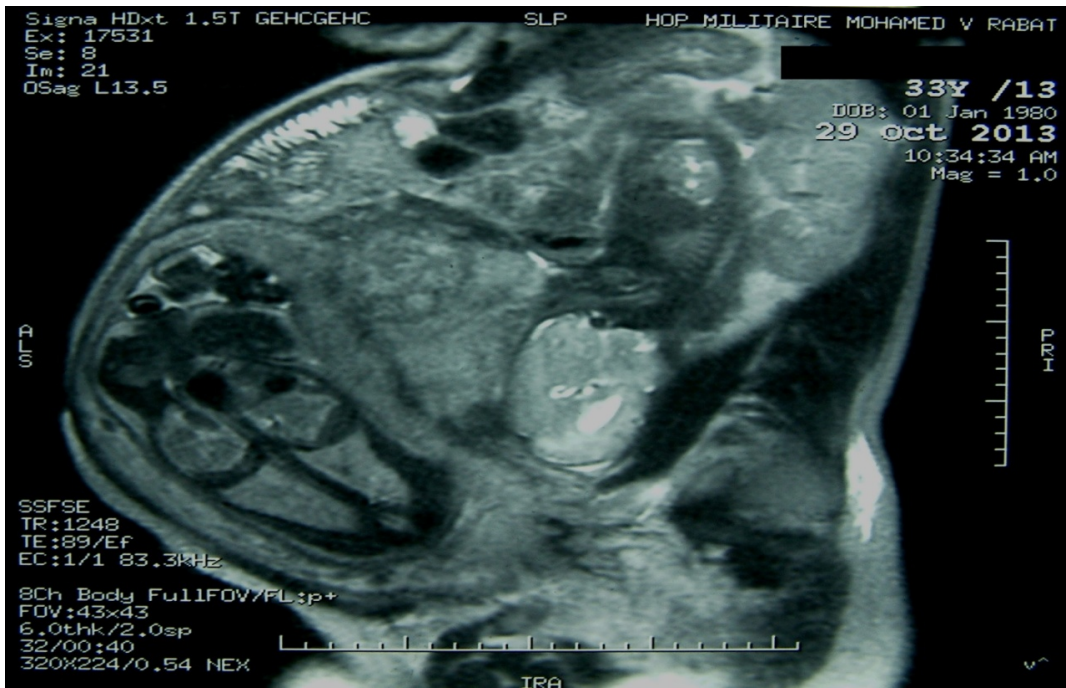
IRM pelvienne de contrôle à 32 SA
